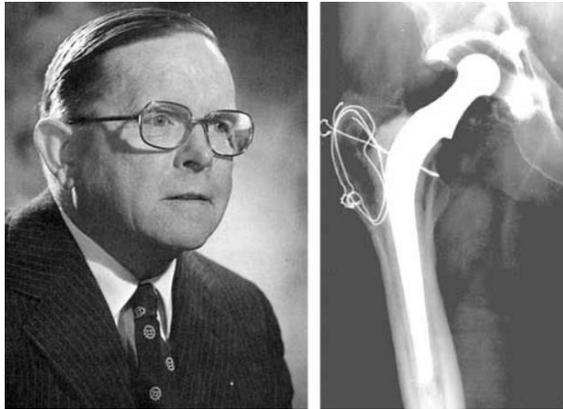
Imagen de Sir John Charnley y radiografía de su diseño de la prótesis de cadera.
